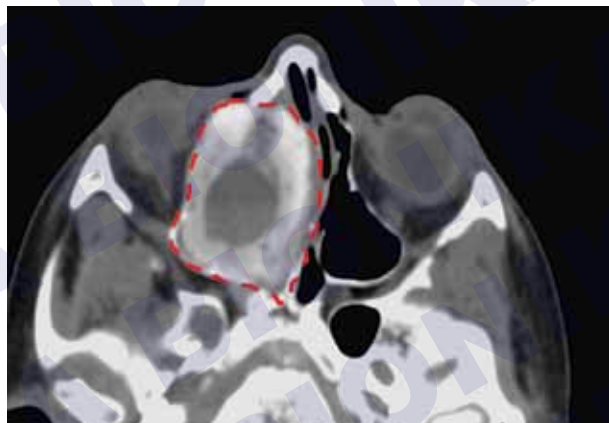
КТ околоносовых пазух (горизонтальная проекция) — образование правой половины полости носа
